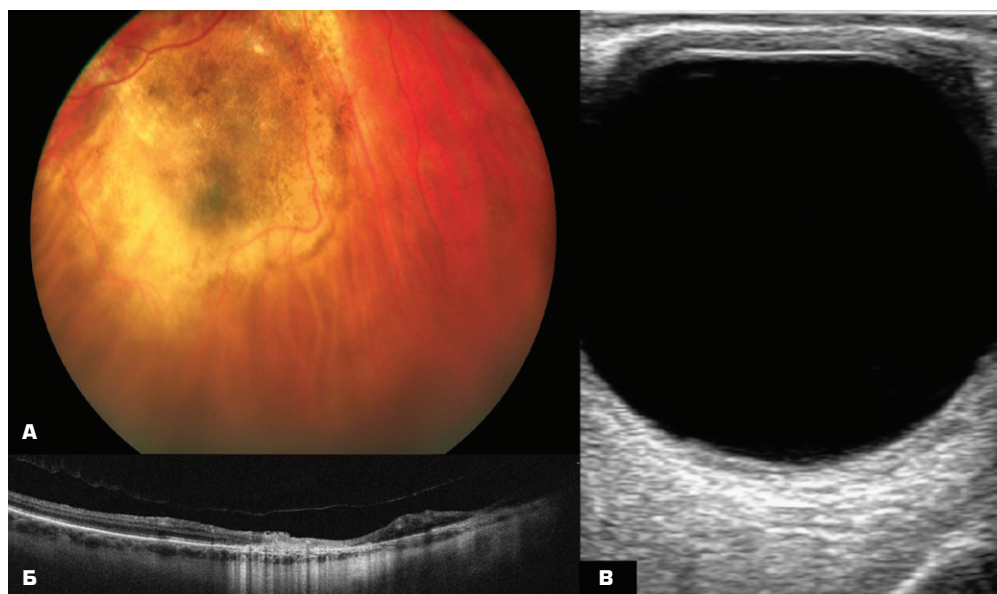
Пациент Б. Фото глазного дна (А), ОКТ (Б) и УЗИ (В) через год после лечения
